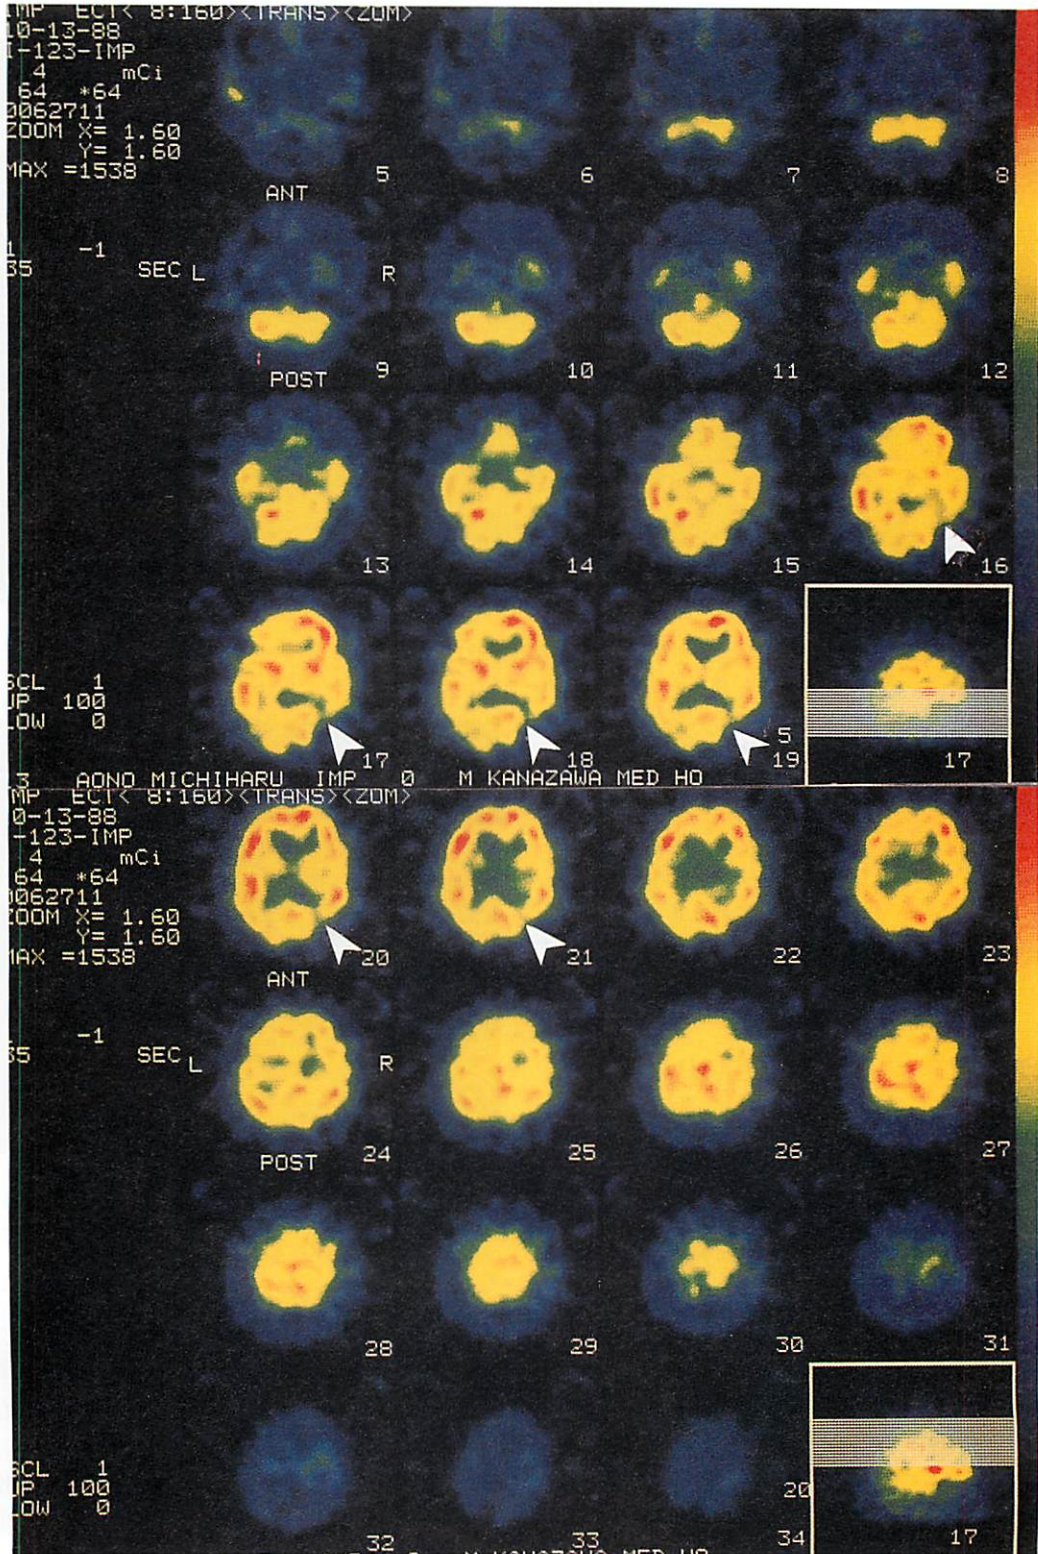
$^{123}\text{I}$ -IMPによるSPECT(昭和63年10月13日に実施)
